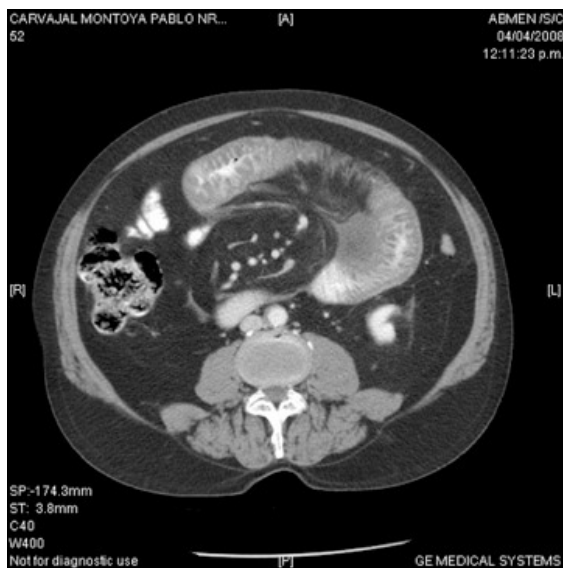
Tomografía contrastada de abdomen.
